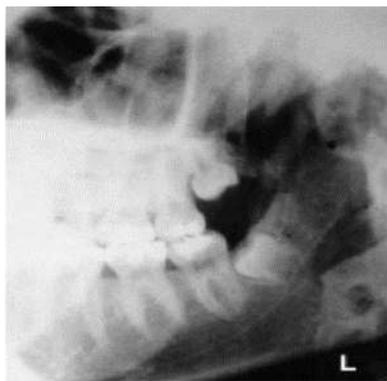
Radiografi panoramik
